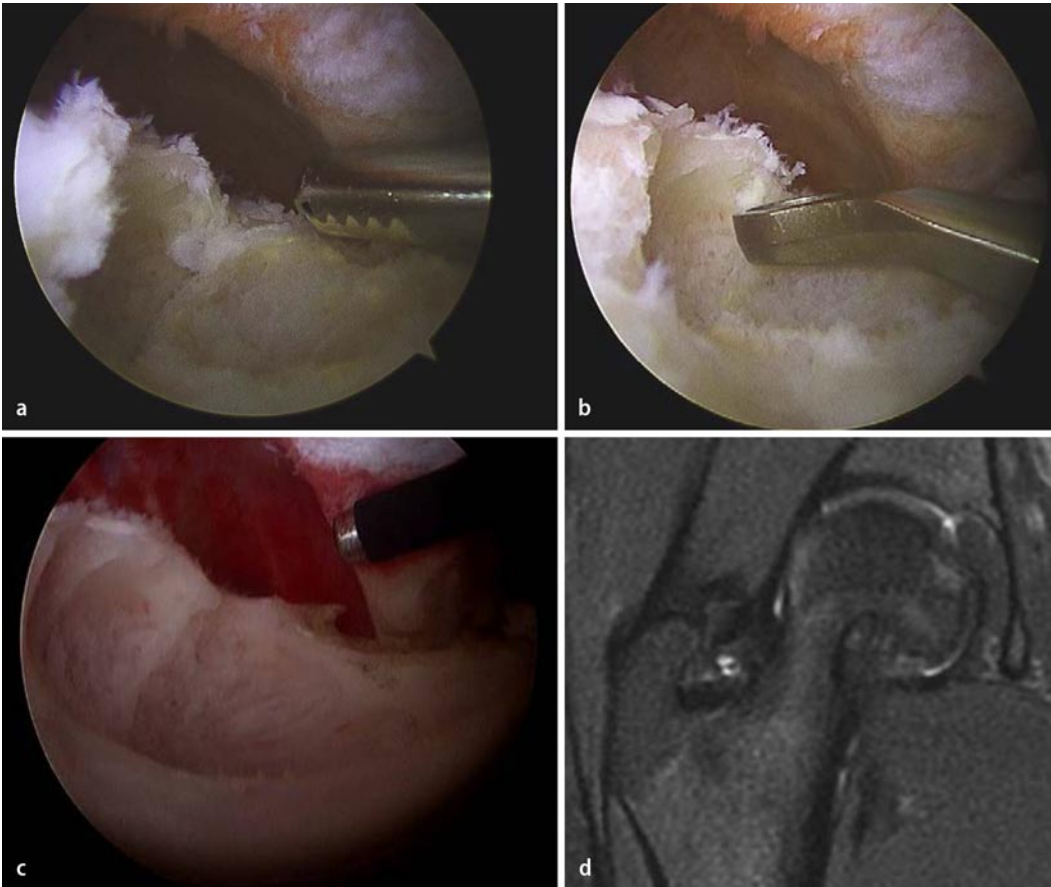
◀ Arthroscopische Sicht der Osteolyse am Schenkelhals (a) mit kompletter Ausräumung derselben mit Shaver und Küretten (b, c). Das MRT 6 Monate nach der Hüftarthroskopie bestätigt die komplette Tumorausräumung ohne Rezidiv (d)
